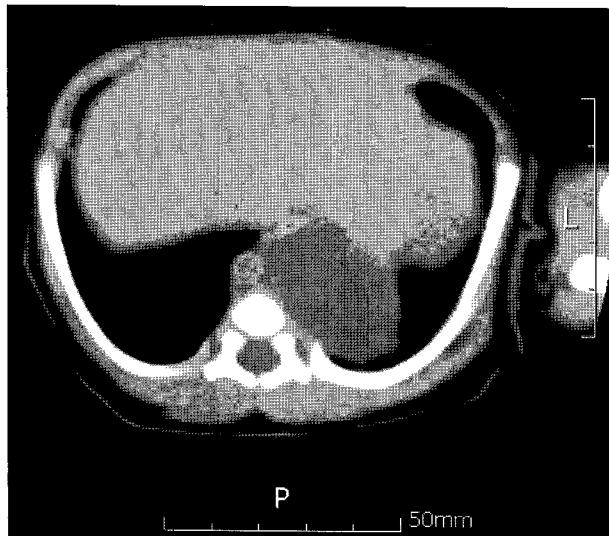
Computed tomographic chest scan shows 2.6×3.5×4.1 cm sized retroperitoneal mass.
